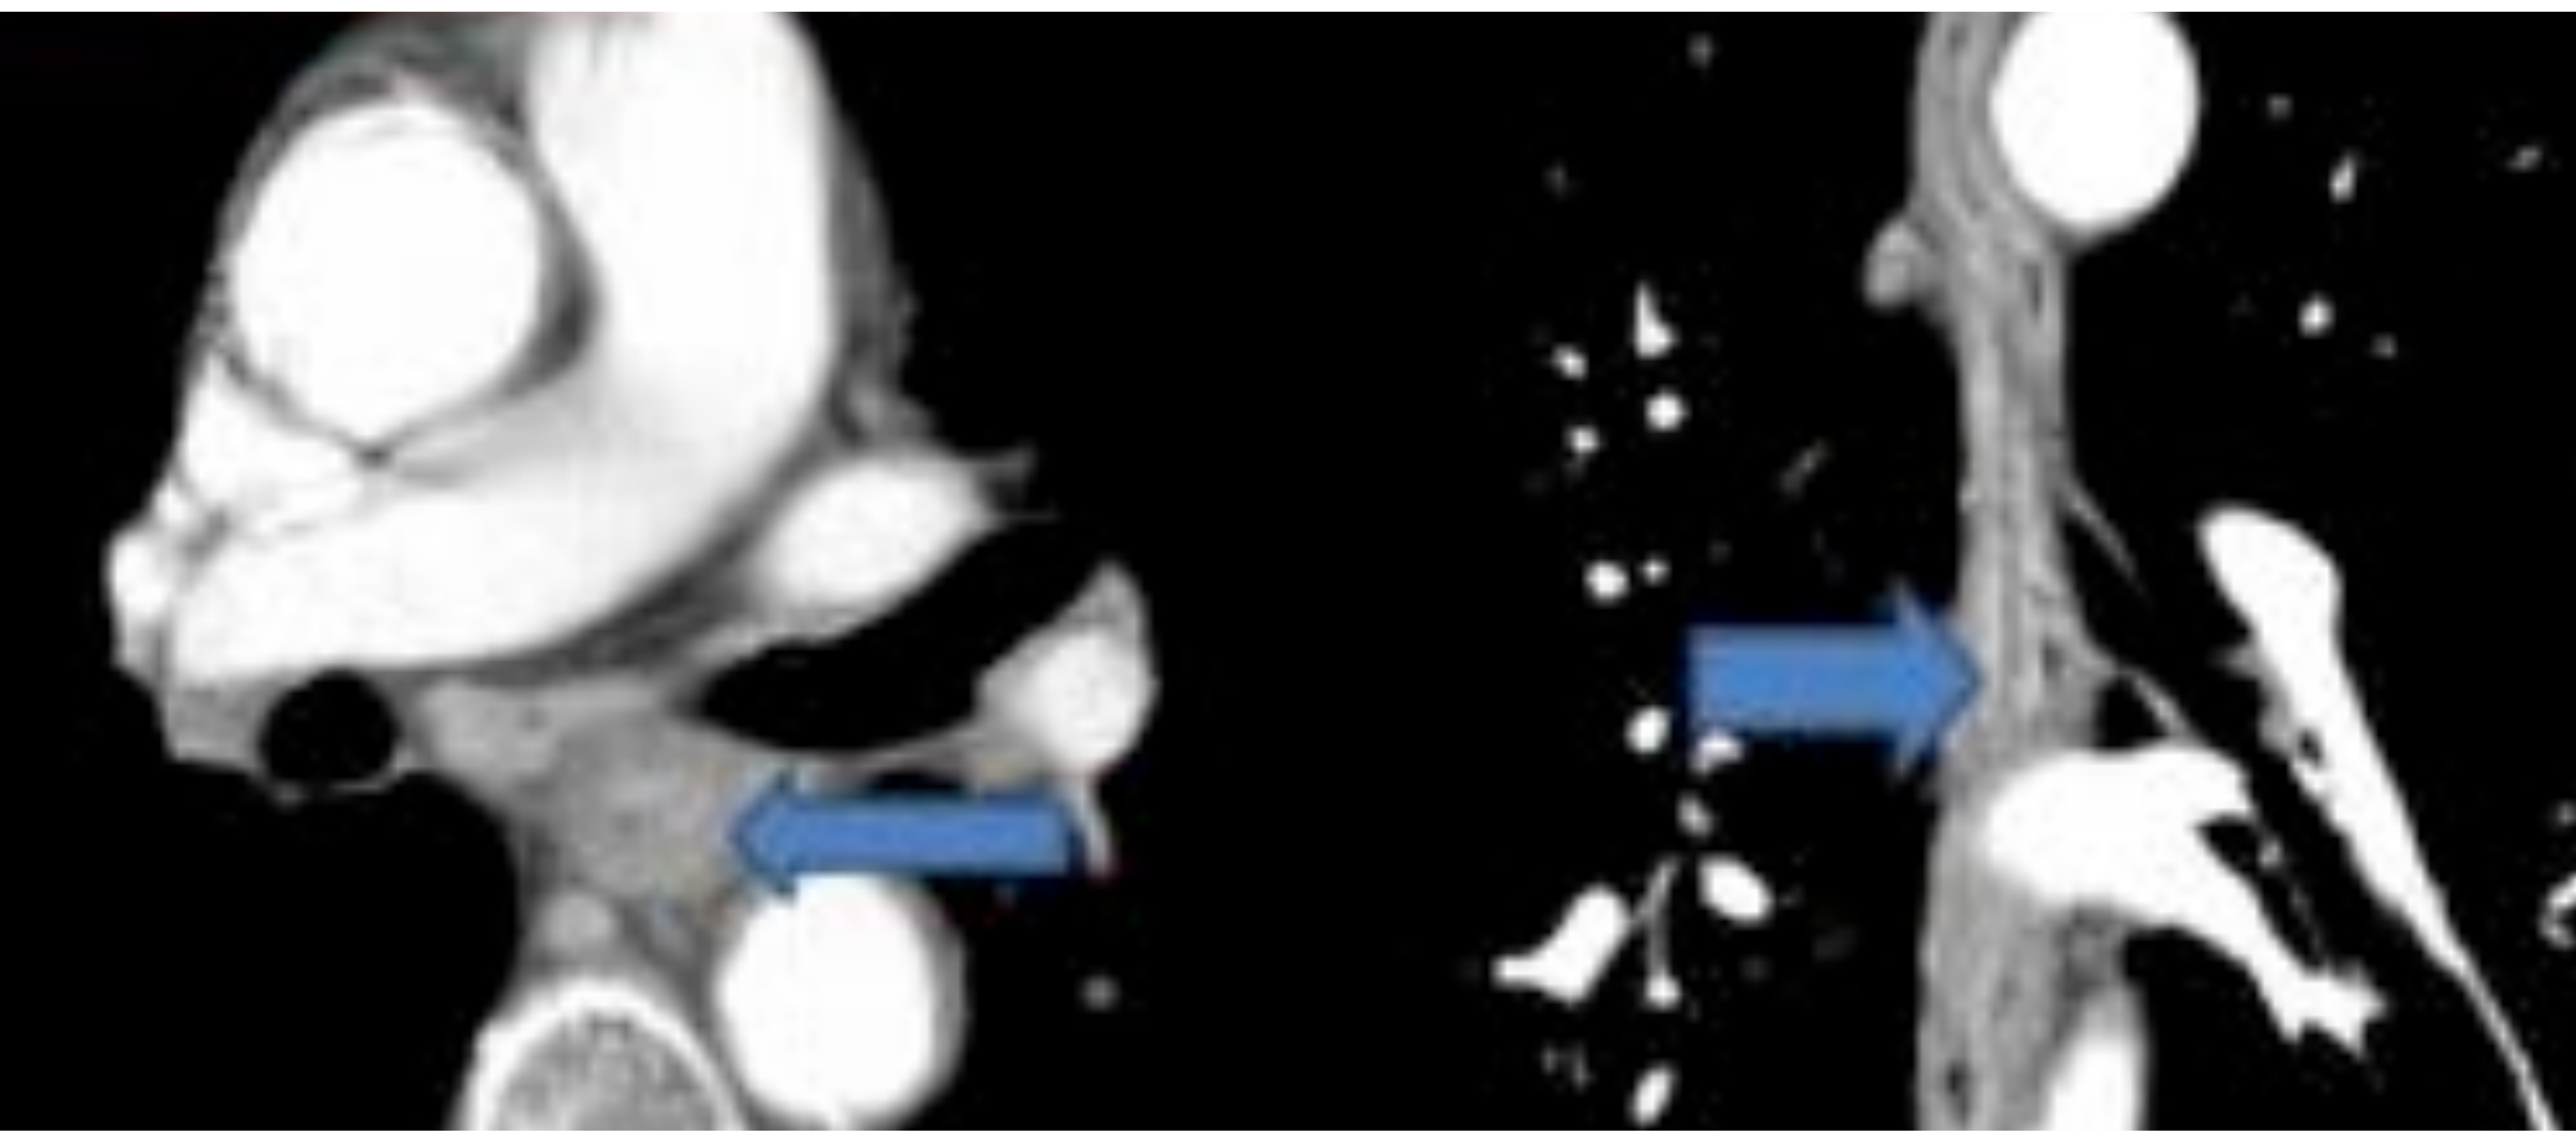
Enfermedad de Crohn. En las imágenes axial y coronal de TC se observa engrosamiento mural difuso e intenso realce mucoso (flechas).
